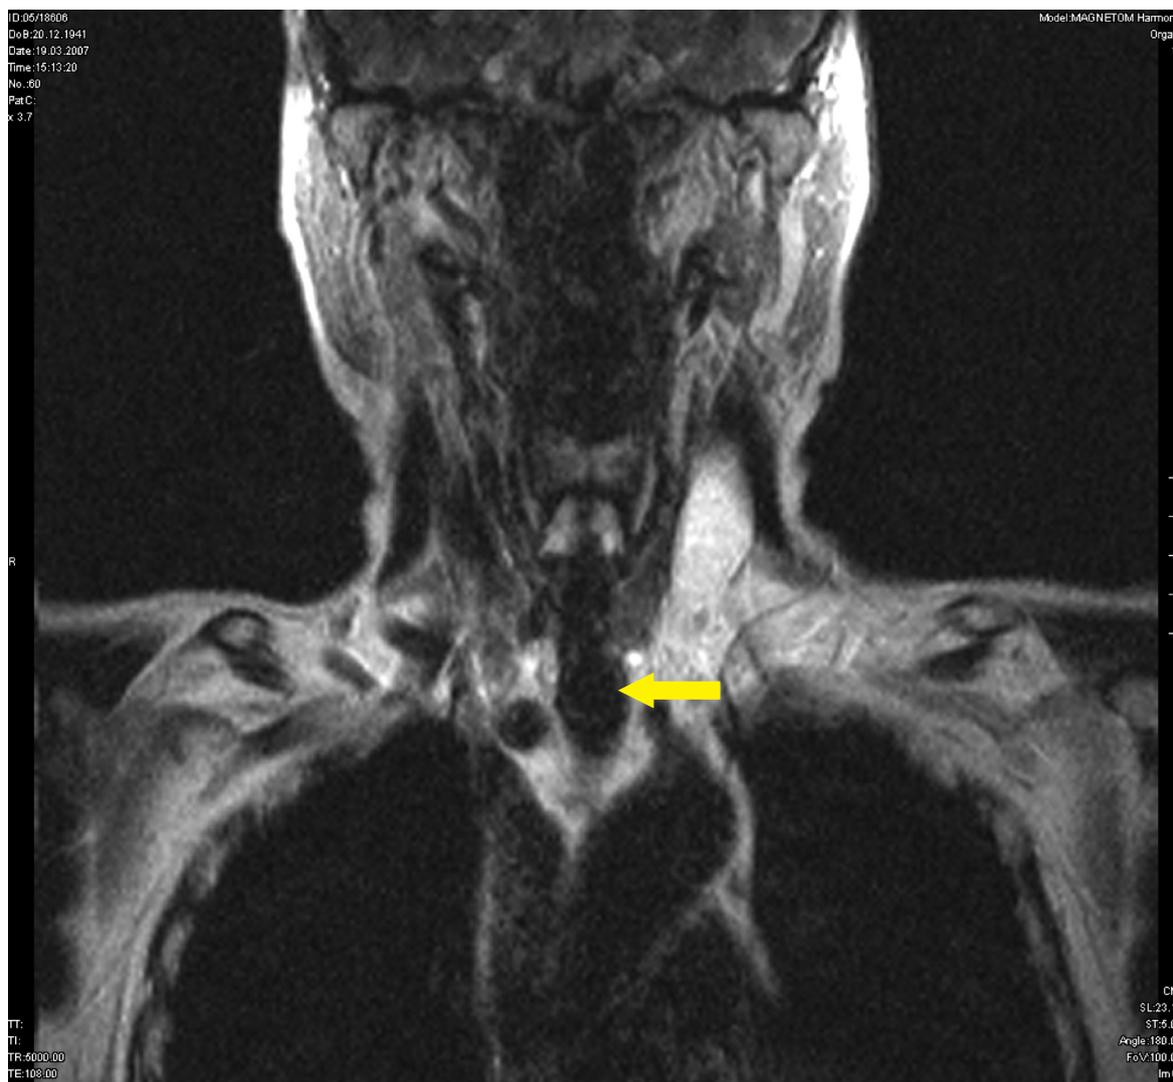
КТ больной через год после операции. Проходимость трахеи в полном объеме.
